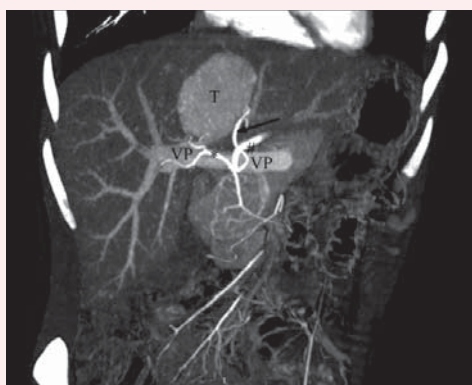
Компьютерная томограмма, артериальная фаза: нижний полюс опухоли (Т) интимно прилежит к конfluence воротной вены (VP), к правой (*) и левой (#) печеночным артериям; от левой печеночной артерии отходит артерия, питающая опухоль (стрелка)
